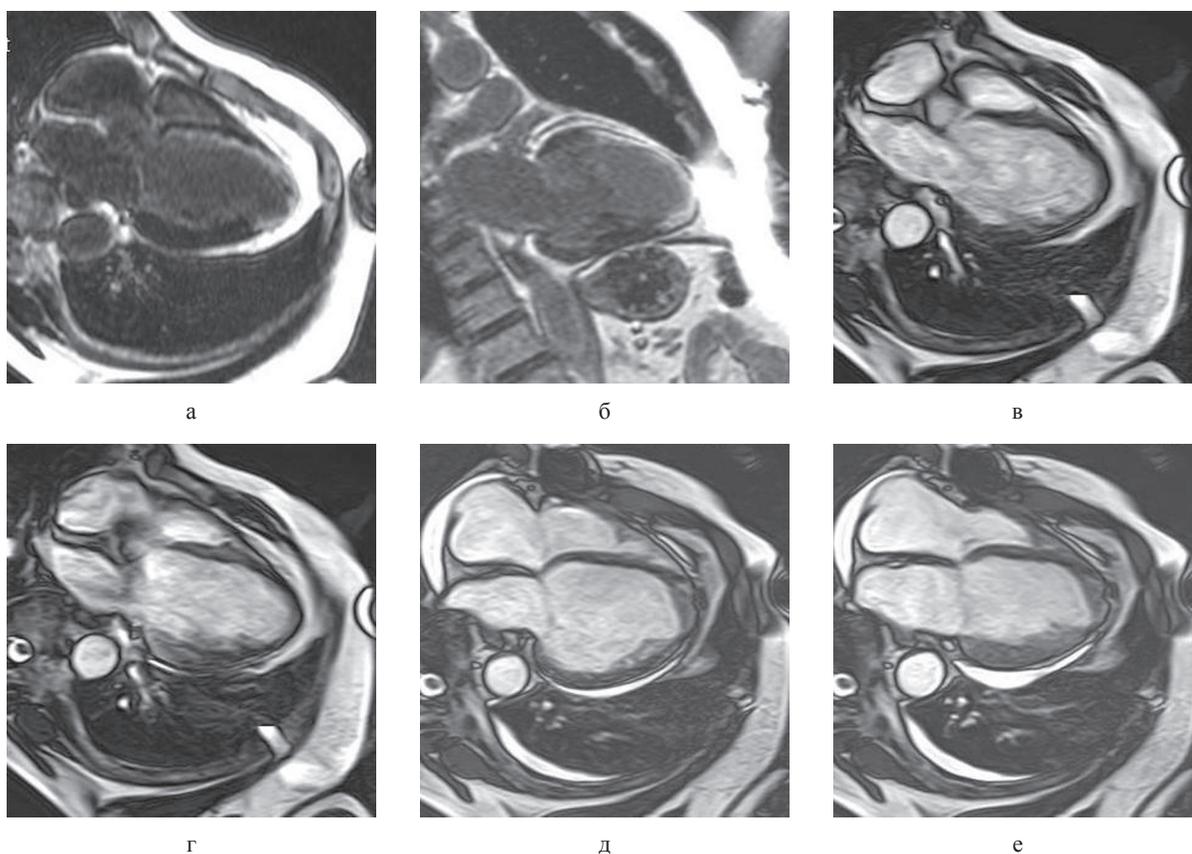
Изображения миокарда левого желудочка по длинной оси сердца, полученные с помощью МРТ с контрастным усилением у пациента с передне-перегородочным инфарктом миокарда: а, б – режим «инверсия – восстановление» – визуализируются высокоинтенсивные, однородные, четко очерченные участки задержки вымывания контрастного препарата по типу постинфарктных рубцовых изменений субэндокардиально на всем протяжении сегментов межжелудочковой перегородки, а также трансмурально – в области переднего сегмента среднего отдела левого желудочка (S7) и в проекции апикальных сегментов и верхушки левого желудочка; в, г – режим SSFP до проведения операции реваскуляризации в фазах диастолы (в) и систолы (г) – прослеживается выраженное снижение общей сократимости левого желудочка; д, е – режим SSFP, фаза диастолы и систолы левого желудочка соответственно – состояние после оперативного вмешательства по поводу аортокоронарного шунтирования спустя 3 недели после вмешательства (отмечается положительная динамика в виде улучшения общей сократительной способности левого желудочка)
